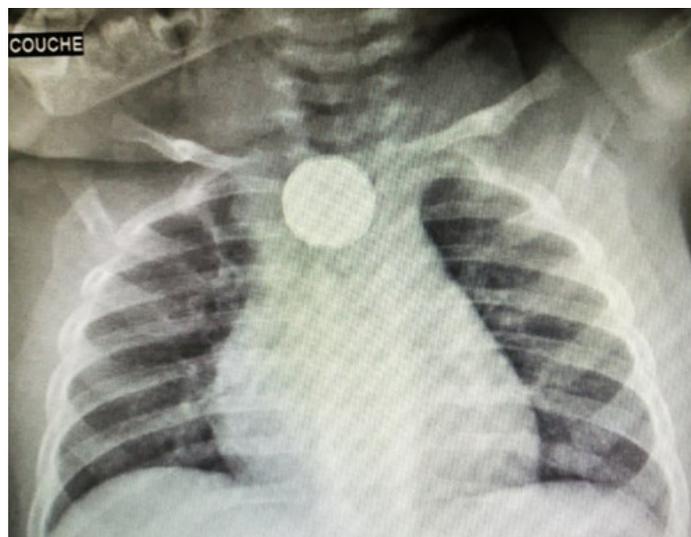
Radiographie du thorax réalisée chez un nourrisson de 9 mois, montrant la présence d'un corps étranger logé dans la partie haute de l'œsophage. ©CHU de La Réunion. 2019.
